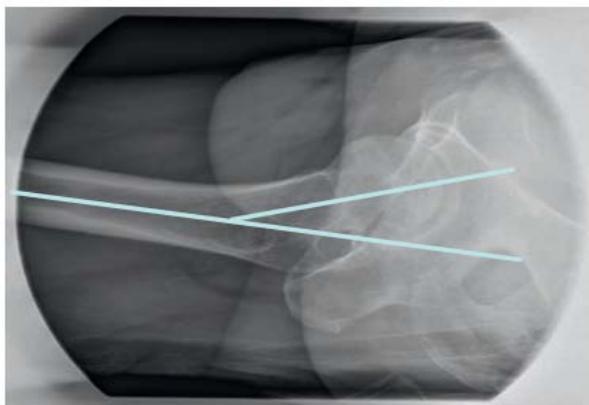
radiographie de la hanche (incidence de face)
